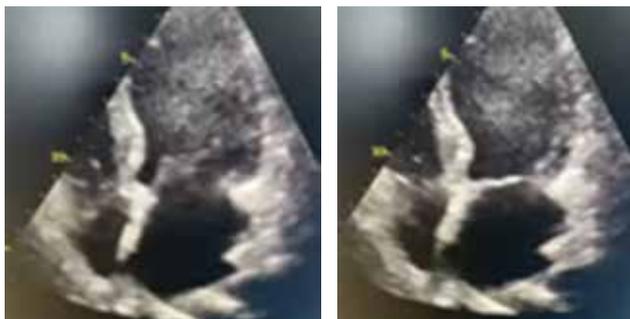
Ecocardiografía transtorácica: acinesia de los segmentos medio y apicales con hipercinesia de los segmentos basales.
